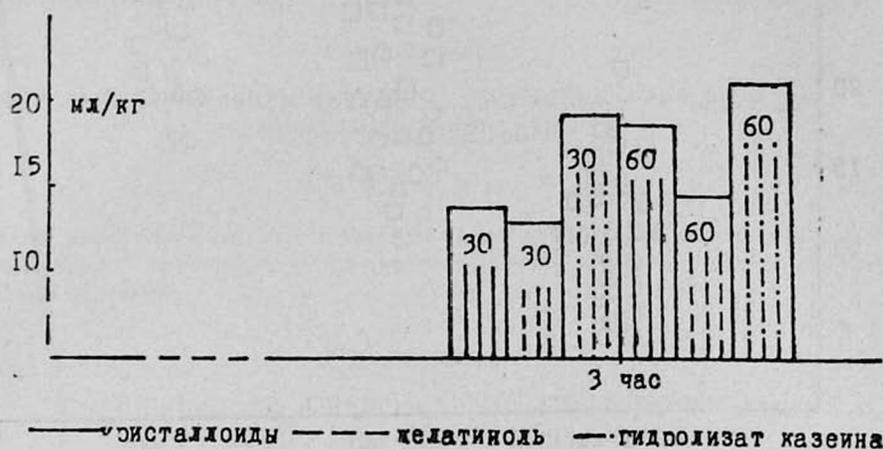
Средняя плевральная кровопотеря через 3 час. постперфузионного периода в зависимости от продолжительности перфузии.
